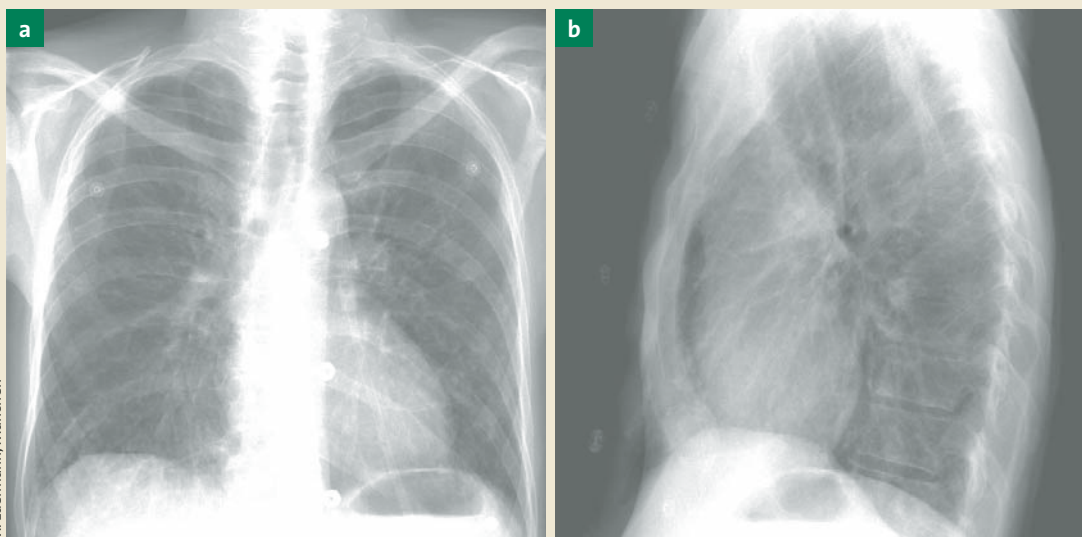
Patient mit multiplem Myelom nach Polychemotherapie und Antikörpertherapie: Die Röntgenbilder in Anterior-posterior- (a) und seitlicher Aufnahme (b) zeigen kleinfleckige, retikulär-noduläre Verdichtungen in Projektion auf beide Unterfelder und auf das linke Mittelfeld. Diese Verdichtungen sind ein Hinweis auf eine pulmonale Toxizität nach Polychemo- und Antikörpertherapie.
